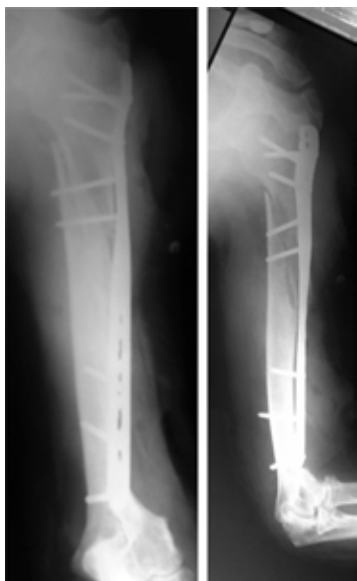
Radiografías panorámicas del húmero post operatorias en sus proyecciones anteroposterior y lateral.
